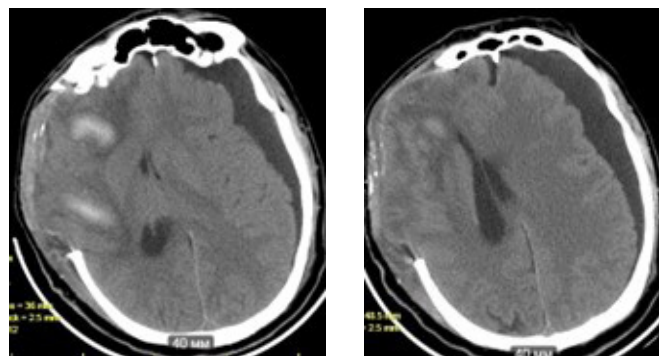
МСКТ головного мозга пациента Б., 12-е сут. после операции. Субдуральная гигрома слева, дислокация срединных структур – 13 мм
